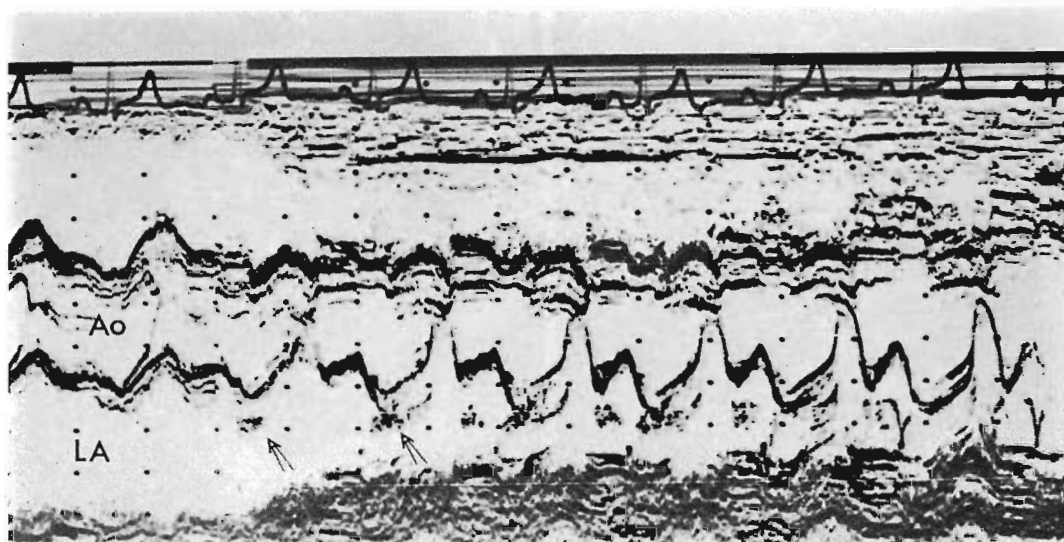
M-mode echocardiogram (Patient No. 2).
